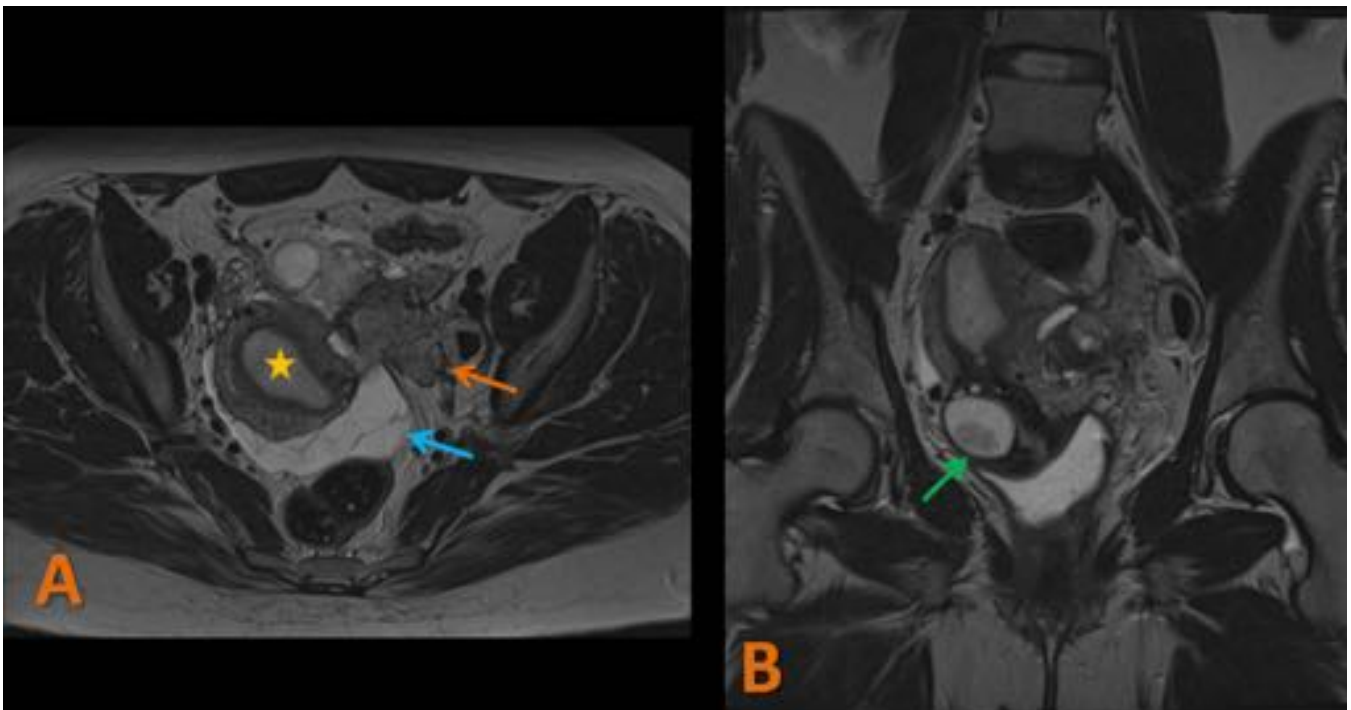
ENDOMETRIOSIS ANORRECTAL. RM potenciada en T2 TSE, plano axial (A) y coronal (B).
